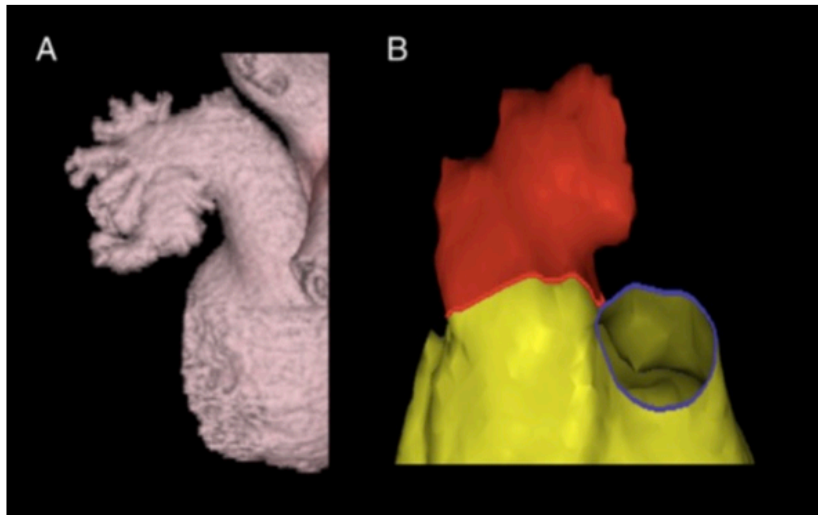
„Blumenkohl“-Typ (A) CT und (B) MRT (Di Biase et al. 2012). Die Verwendung erfolgt mit freundlicher Genehmigung von *Elsevier*.
